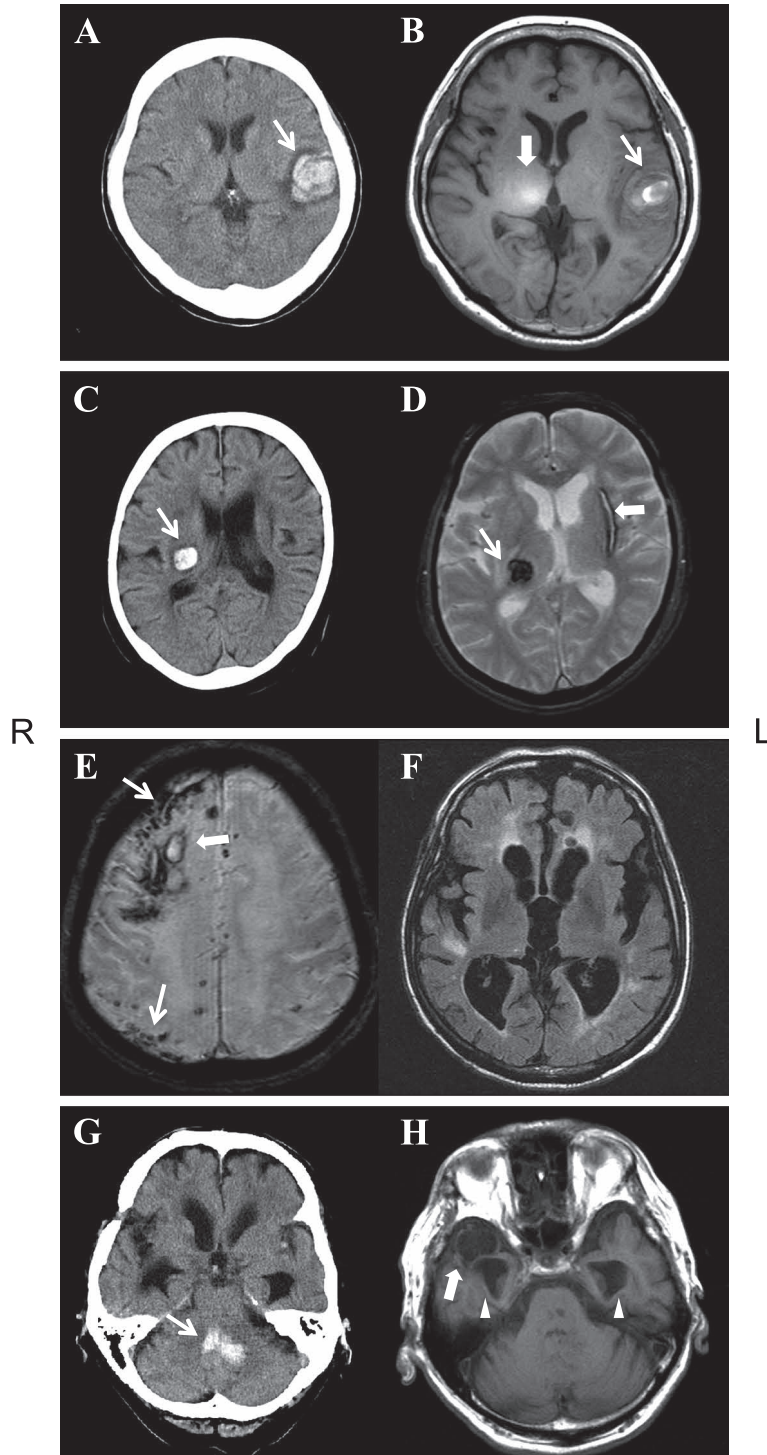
CT and MRI of the patients.
